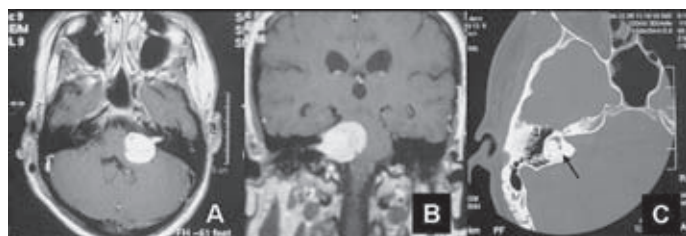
Imágenes radiológicas de neurinoma del acústico. A: secuencia axial T1 con contraste en un caso de neurinoma del acústico izquierdo. Se observa la porción intracanalicular del tumor. B: neurinoma del acústico derecho. Secuencia coronal T1 con contraste. Se observa una dilatación ventricular supratentorial incipiente. C: TC craneal en ventana ósea. Se observa la característica dilatación del CAI. En esta imagen es patente la relación de proximidad entre el laberinto (flecha) y el CAI.
